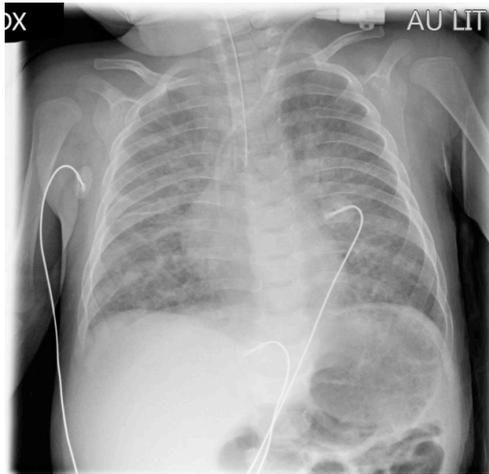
Radiografia del torace all'esordio della sintomatologia. Quadro compatibile con interstiziopatia.
